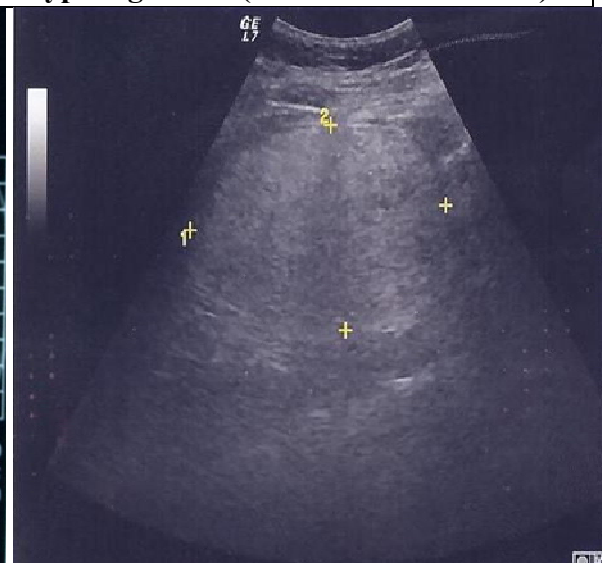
échographie réalisée en 2011 : taille de l'AML 9 cm.
